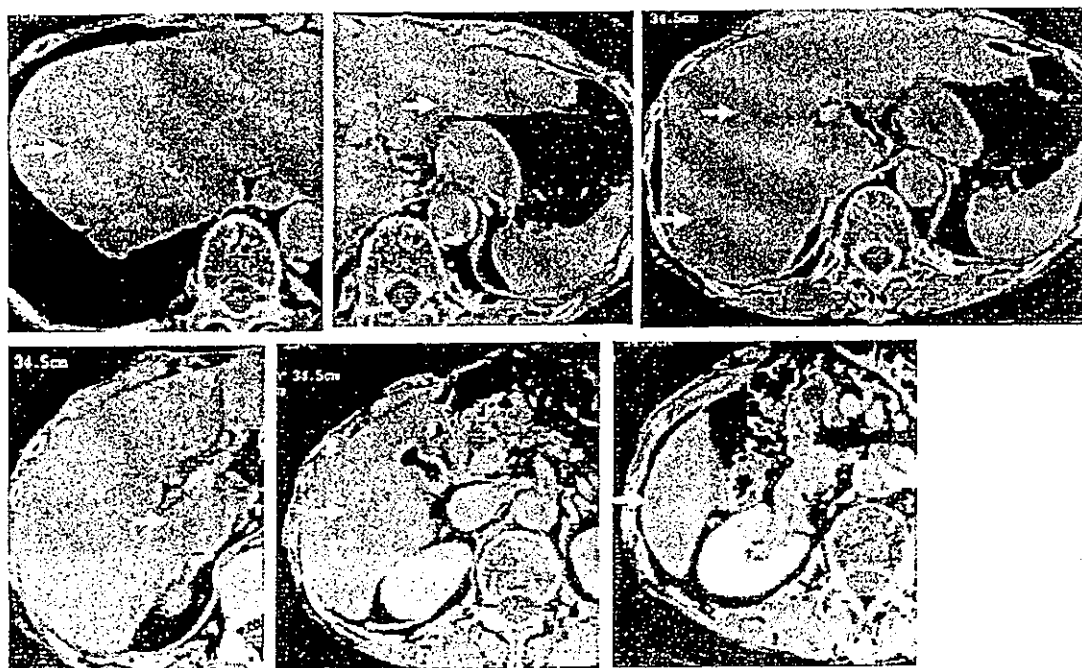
再発時画像所見: CTにて肝両葉に計10箇所以上に多発性に病変を指摘された.
